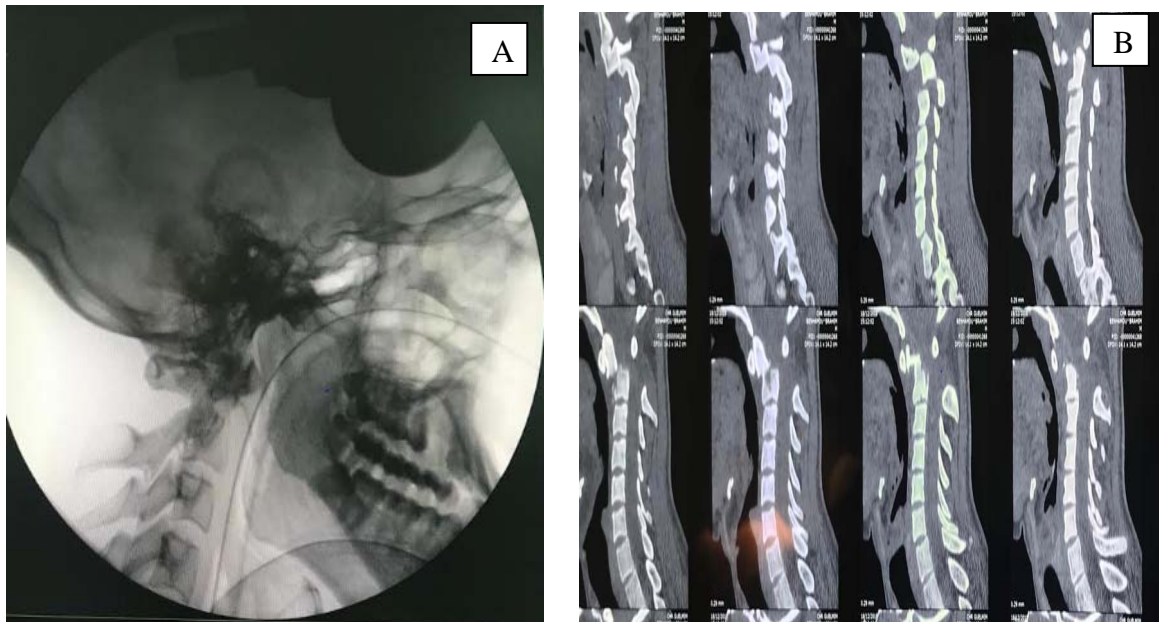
Radiographie standard (A) et TDM (B) du rachis cervical montrant une fracture complexe instable de l'atlas intéressant le corps et l'apophyse odontoïde
